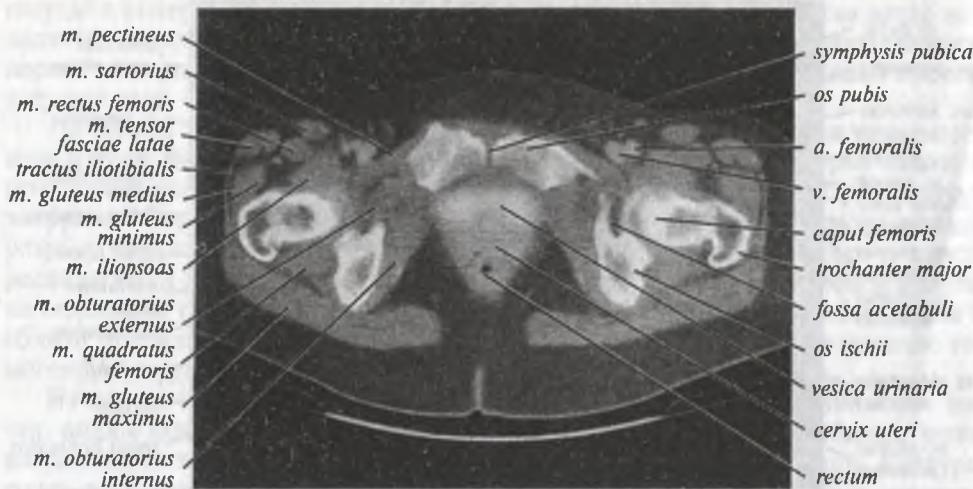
Компьютерная томограмма области таза женщины на уровне нижнего края вертлужных впадин
